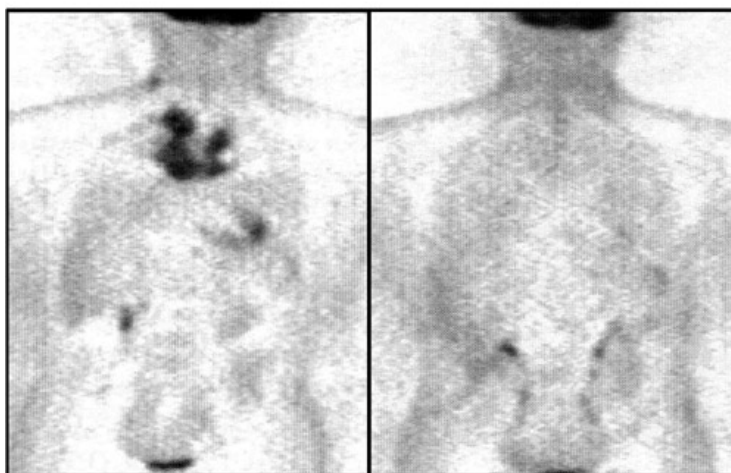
ПЭТ-исследование при злокачественной лимфоме: а) до лечения (поражение правых шейно-надключичных и медиастинальных лимфоузлов); б) после эффективного лечения (отсутствие активных очагов специфической ткани)
